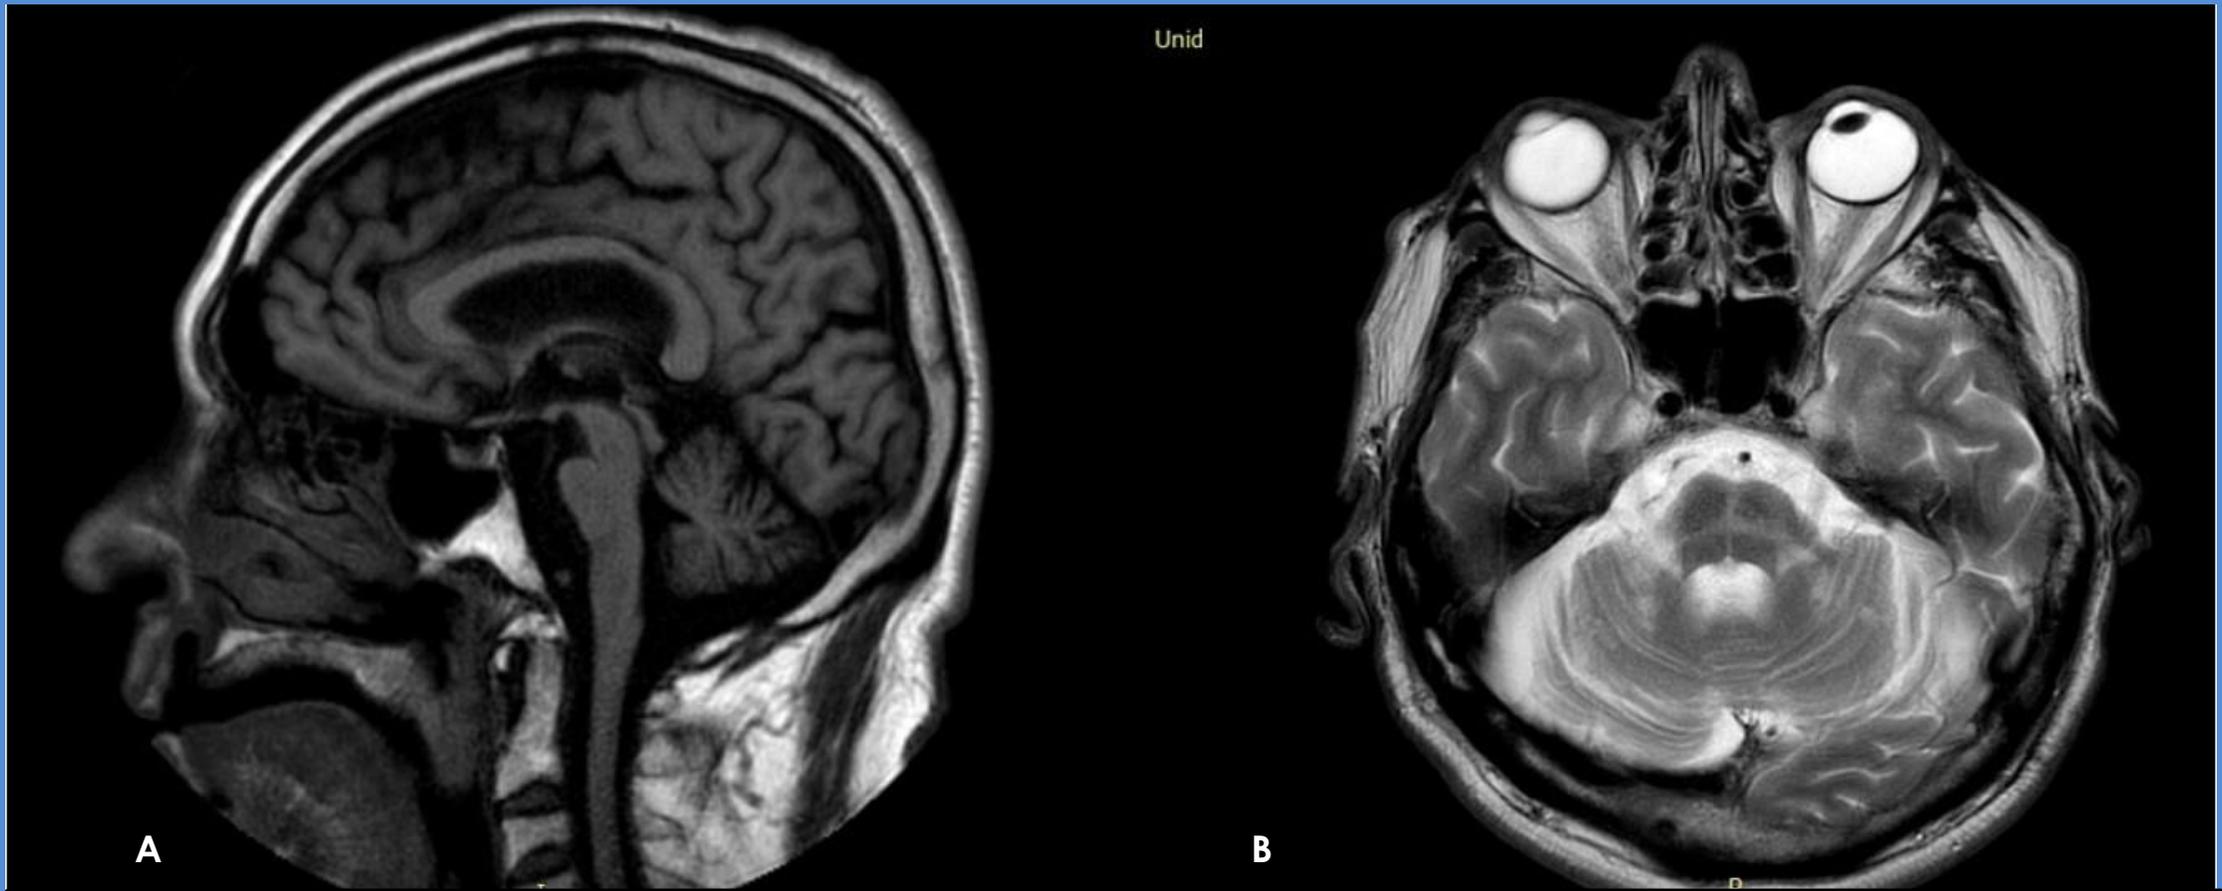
RM CEREBRAL SIN CONTRASTE-A-T1 Sagital. Reducción de volumen de la protuberancia. B- T2 Axial. Hiperintensidad en cruz a nivel centroprotuberancial (SIGNO DE LA CRUZ)
